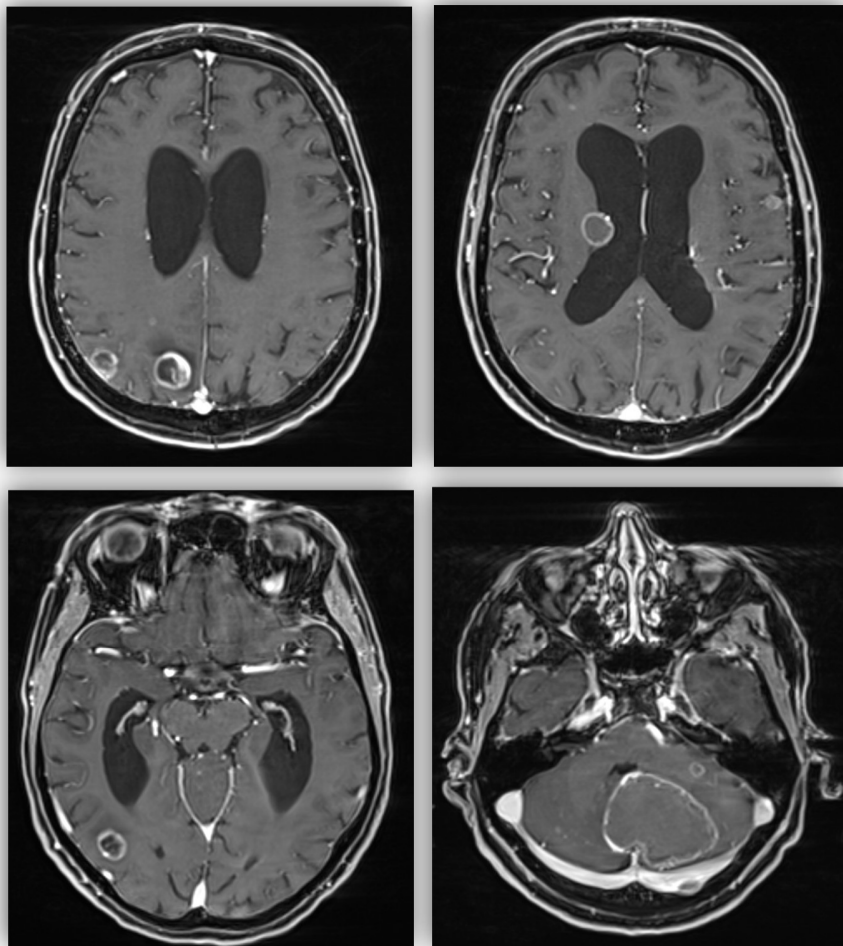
Multiple supra- und infratentorielle Hirnmetastasen aus einem Bronchialkarzinom dargestellt in verschiedenen axialen Schichten eines MRT.
